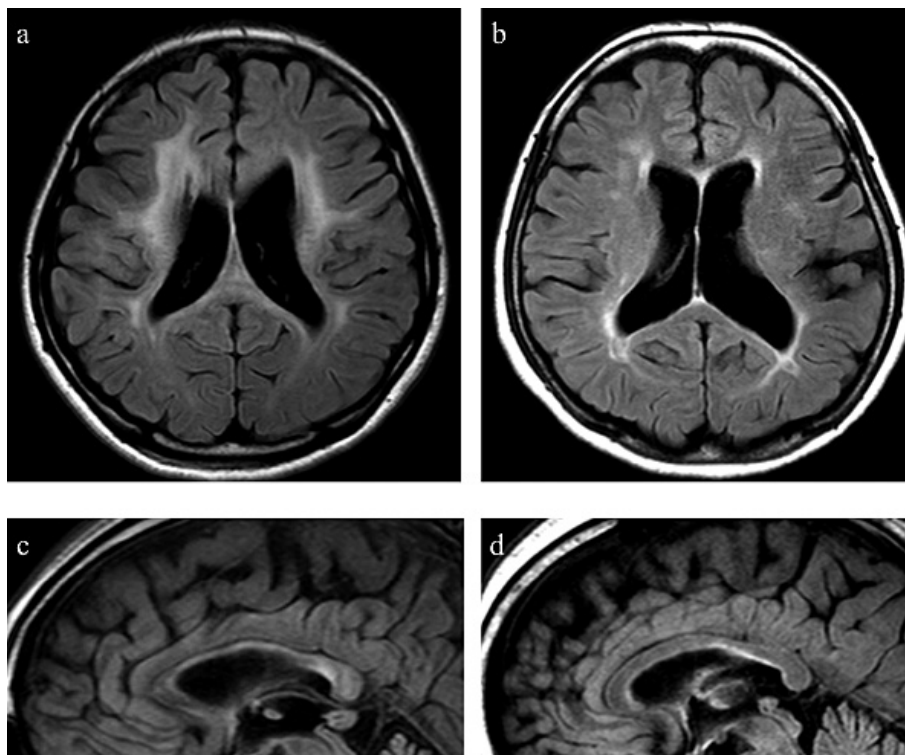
MRI findings of HDLS and PPMS.
